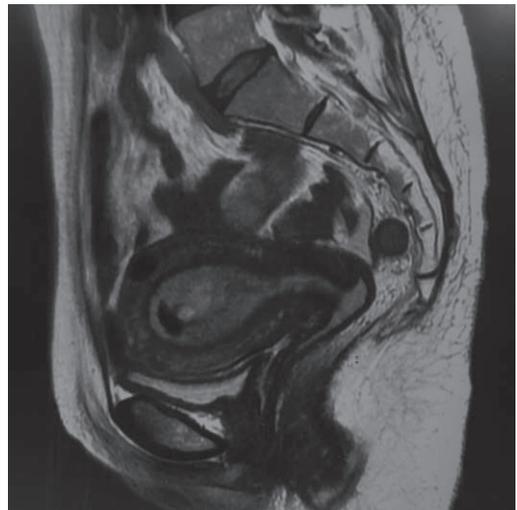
骨盤MRI検査所見(T2強調画像、矢状断)
